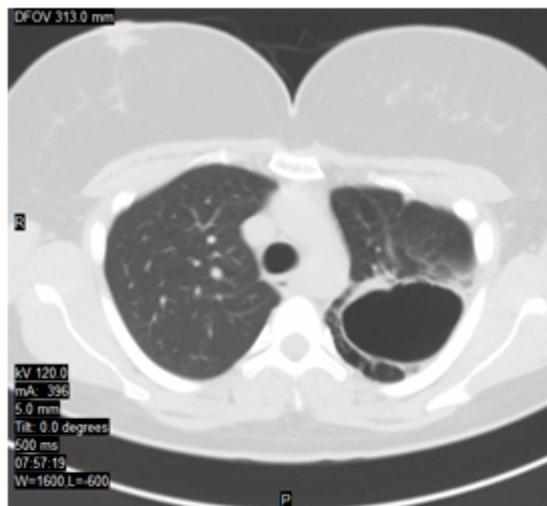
TAC: Cuidad hiperinsuflada en lóbulo superior izquierdo, segmento apicoposterior.
